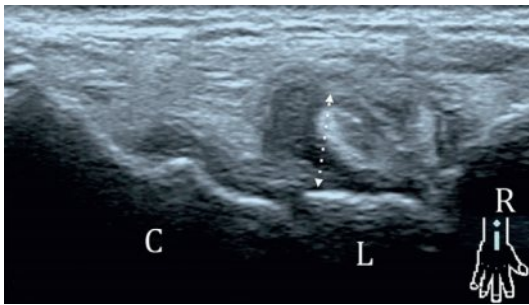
Synovite hypertrophiée (doubles flèches) avec discrète hyperhémie en Doppler des récessus dorsaux des articulations médiocarpienne et radiocarpienne chez un homme suivi pour polyarthrite rhumatoïde.
